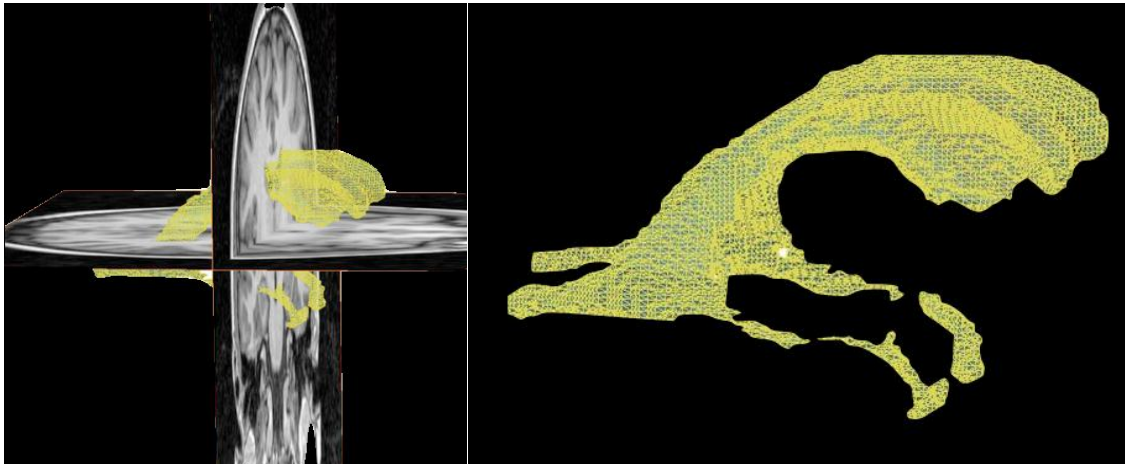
Generación volumétrica del sistema ventricular utilizando modelos de malla o alambre embebido en secciones ortogonales de RM (izquierda) y de forma independiente (derecha)
